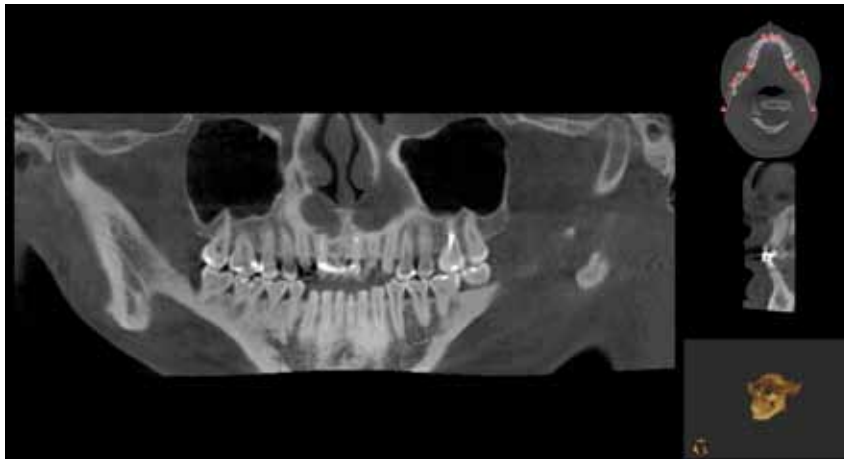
Imagen del Conebeam CBCT KODAK 9600 3D.
